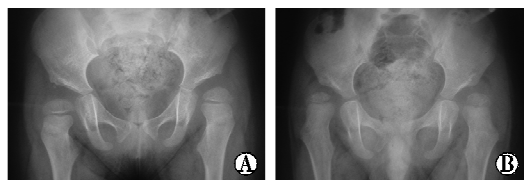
发育性双侧髋关节脱位患儿术前骨盆 X 线平片, A. 女性患儿, 3 岁; B. 男性患儿, 3 岁 2 个月
